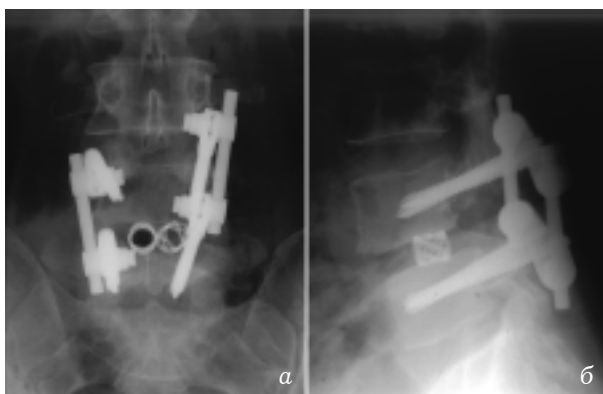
Контрольная цифровая рентгенография в 2 проекциях в послеоперационный период:
